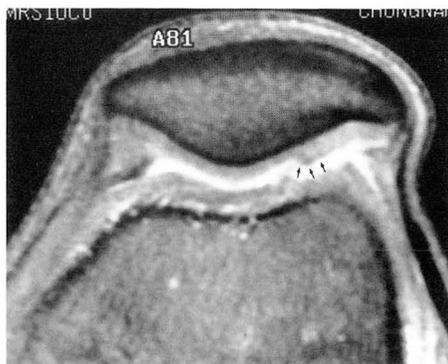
False-positive MR findings. The axial, fat-suppressed fast SE image (3200/54) falsely indicates that grade I/II chondromalacia is present in a 25-year-old man. The MR image shows a mild contour bulging in the junction of medial and odd facet (arrow). A thick medial plica (arrow head) extends to patellofemoral joint surface.
